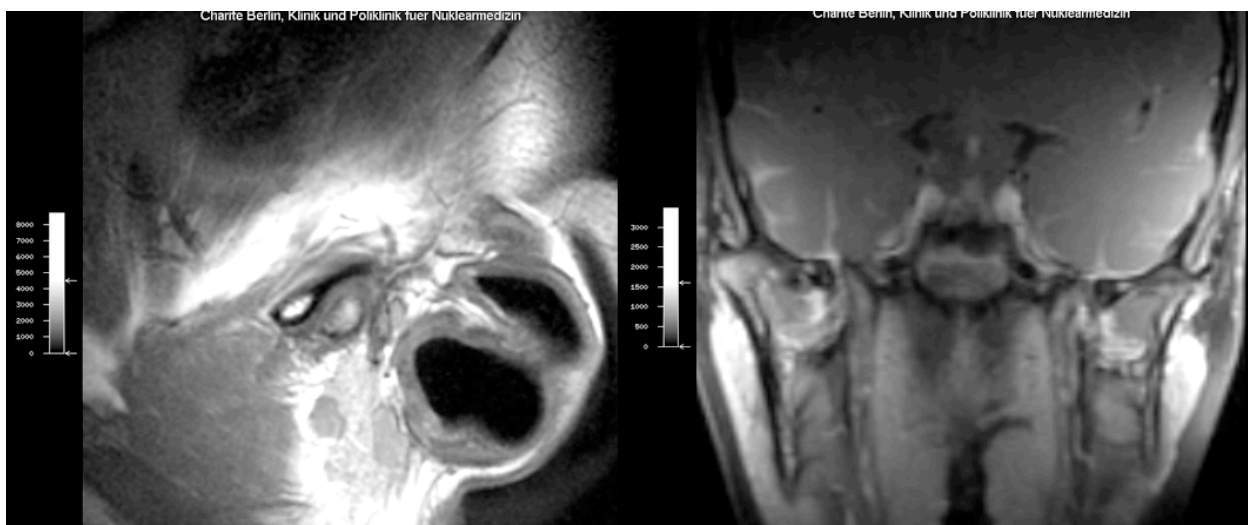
MRT-Bild mit Pannusbildung linksseitig
